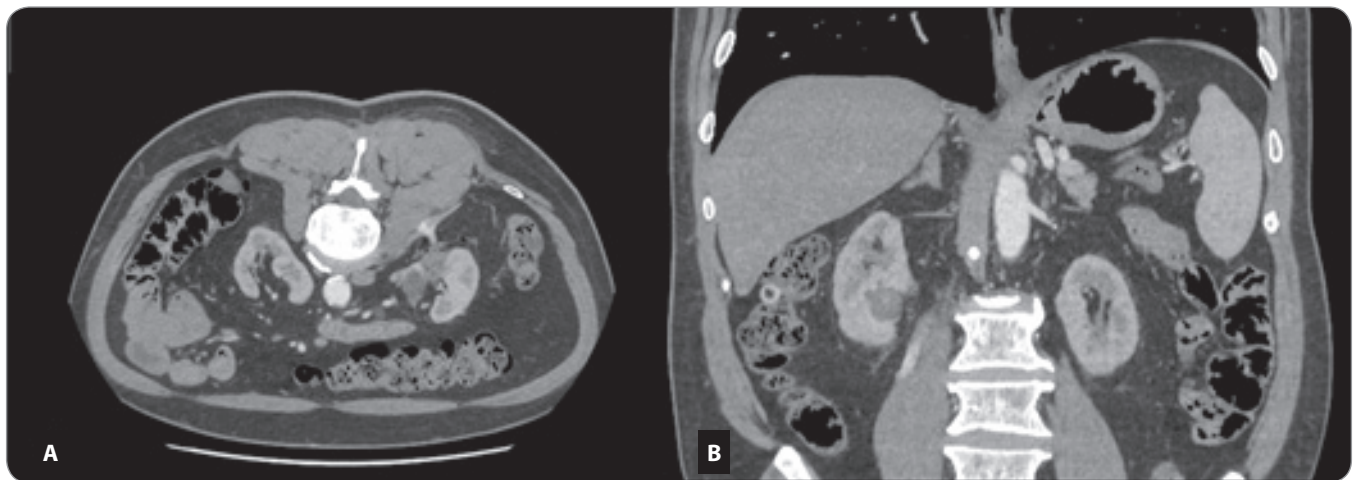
CT axial scan (A) and coronal reconstruction (B) in arterial phase showing complete tumor necrosis without any signs of tumor remnants or immediate complications.
